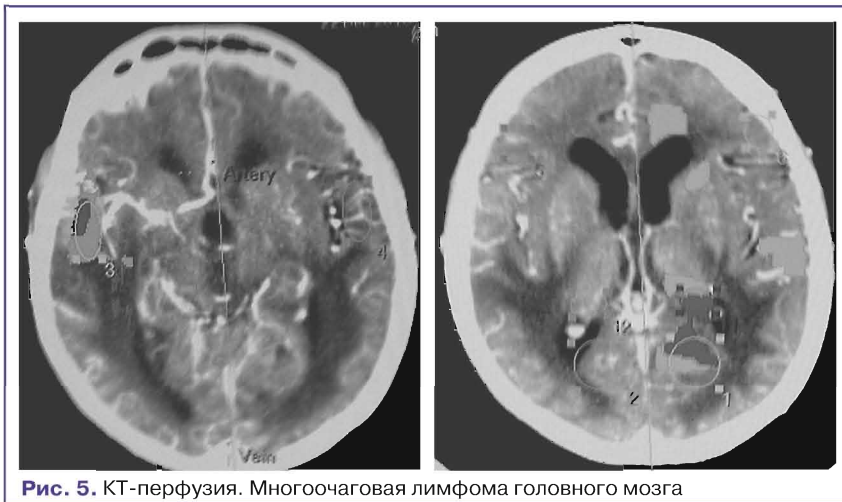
КТ-перфузия. Многоочаговая лимфома головного мозга
